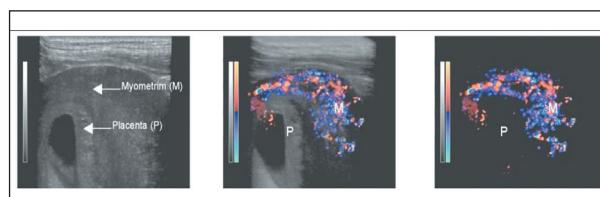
utérus et placenta en échographie Doppler couleur 3D (premier trimestre). (D'après Schaaps - Tsatsaris et al.). L'acquisition 3D est couplée au Doppler, puis seul le signal Doppler est extrait. Un important réseau vasculaire anastomotique est mis en évidence au niveau du myomètre. (Schaaps, Tsatsaris et al. 2005).
